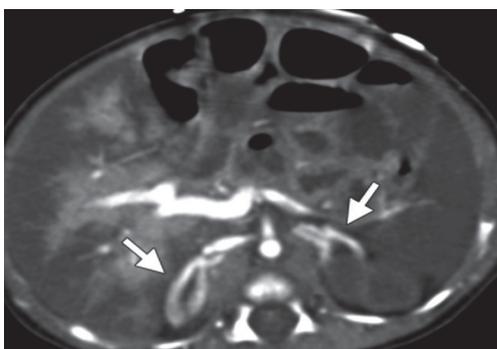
Пациент М., 2 месяца. КТ, аксиальный срез. Комплекс гипоперфузии. Аномальное контрастирование печени и селезенки (указано звездочкой). Повышение контрастности надпочечников (указано стрелками)
